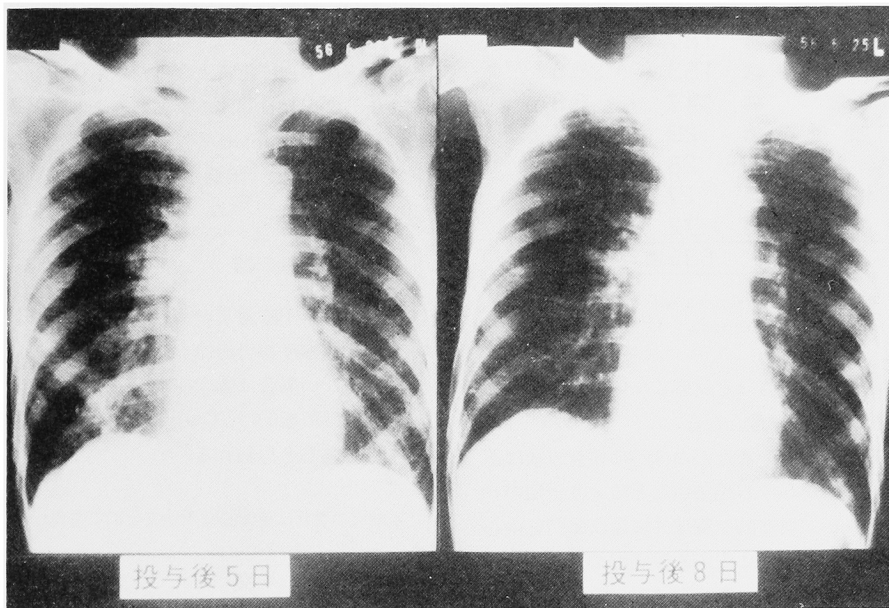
Chest X-ray 5 and 8 days after treatment
